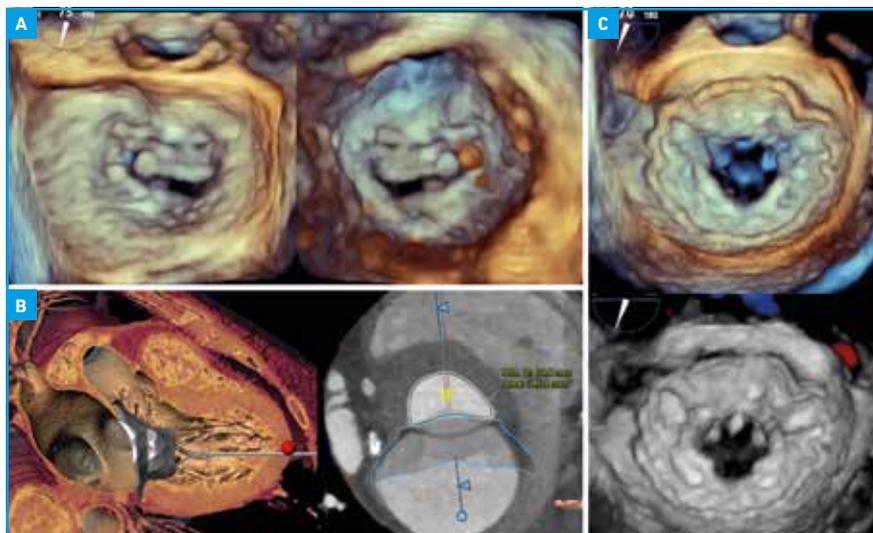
Analyse ETO et scanner du dernier cas. A : évaluation 3D en vue chirurgicale (à gauche) et VG (à droite) de la valve mitrale objectivant un large défaut de coaptation ainsi qu'un feuillet postérieur très court. B : analyse scanner simulant l'implantation d'une prothèse type Tendyne avec mesure de la nouvelle chambre de chasse VG. C : résultat du remplacement valvulaire mitral transapical en ETO 3D, vue chirurgicale sans (haut) et avec Doppler couleur (bas) n'objectivant aucune fuite résiduelle.
